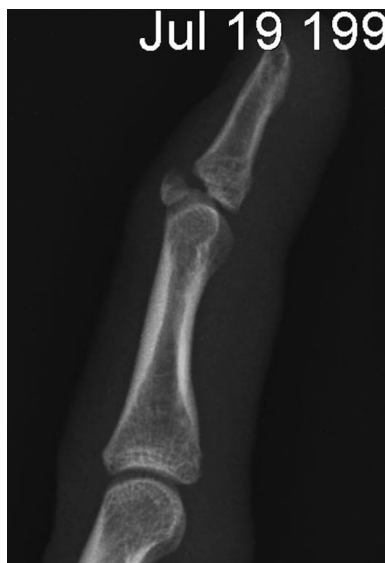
Рентгенологическая картина у пациента В., 17 лет до операции (отрывной перелом дистальной фаланги 3 пальца левой кисти)
